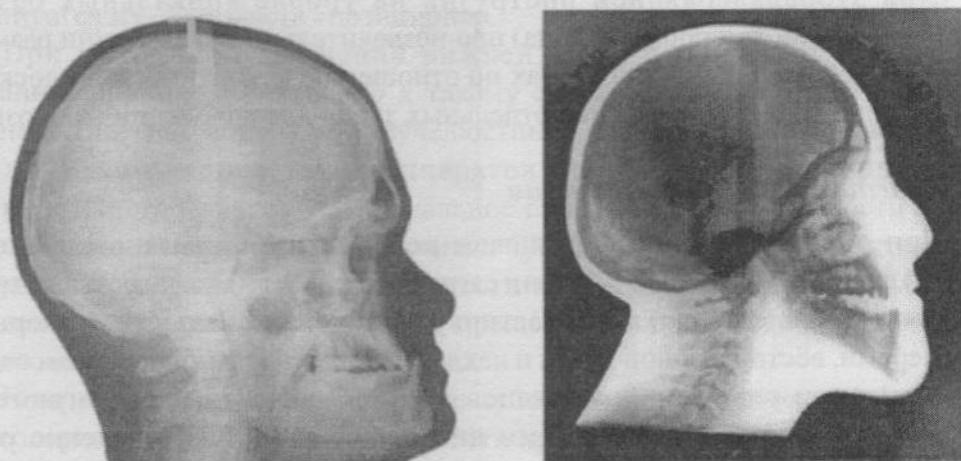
Телерентгенограммы головы пациентов с мезиальной окклюзией, обусловленной нижней макрогнатией и верхней микрогнатией с преобладанием горизонтального и вертикального направления роста челюстей.
